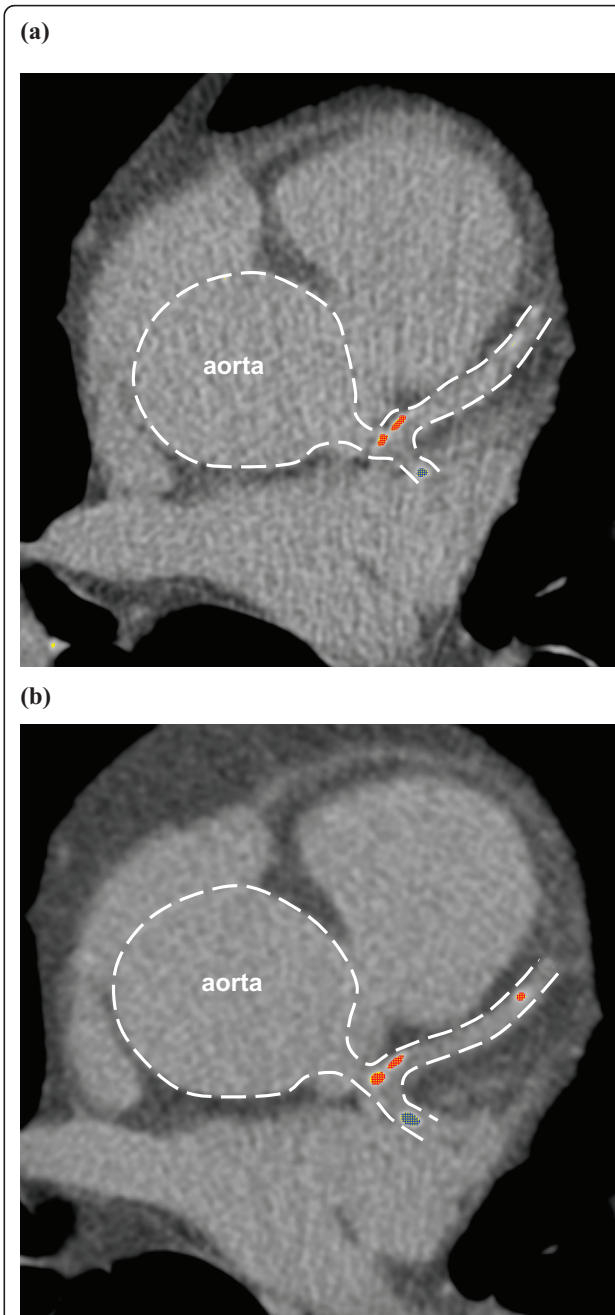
The examples of multi-detector computed tomography in a patient from the (a) placebo group at randomization and (b) after one year. a) At randomization, two calcified plaques are seen in left anterior descending artery (red colour) and one calcified plaque in circumflex artery (blue colour). Plaques volume 156.4 mm^3 , calcium score 138.9. b) After one year, the volume of previously observed plaques increased with the new calcification in distal part of left anterior descending artery. Plaques volume 223 mm^3 , calcium score 202.5.
